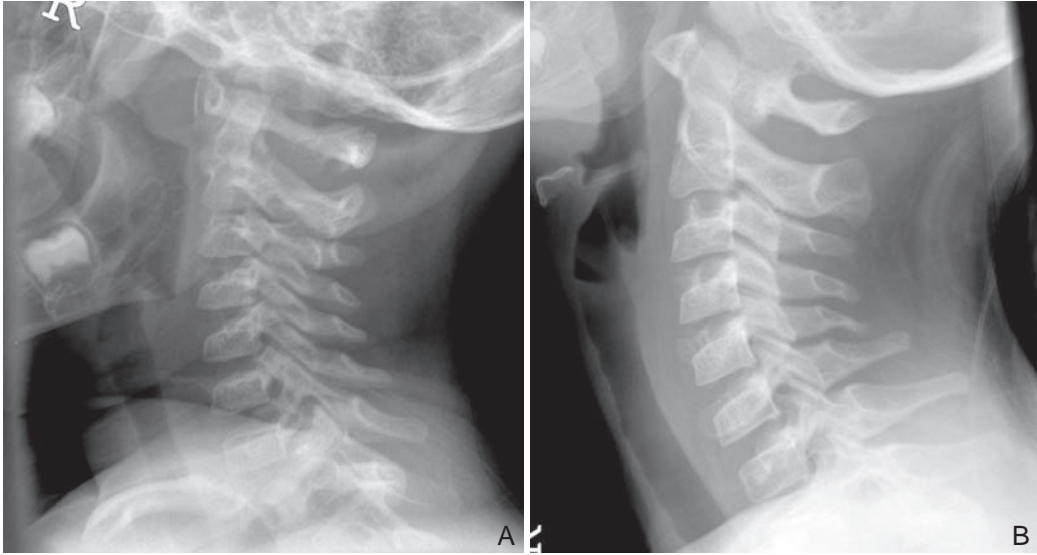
Radiographies du rachis cervical de profil chez un enfant de 3 ans (A) et chez un enfant de 9 ans (B).
